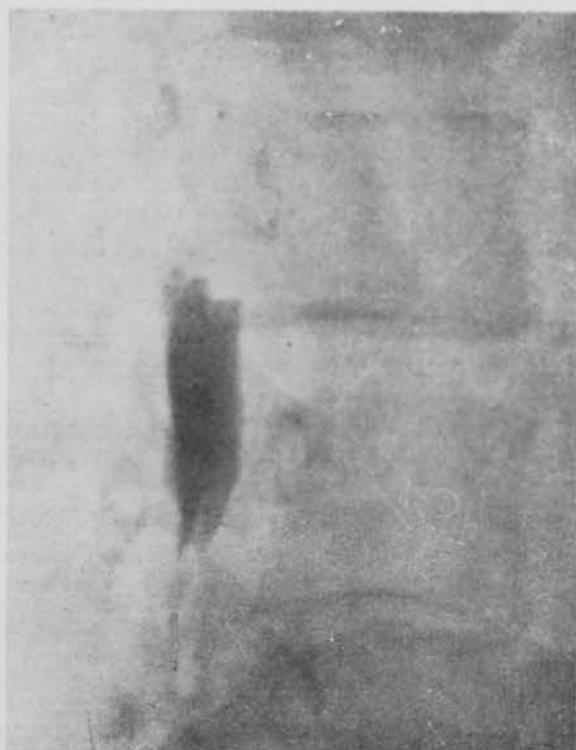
Caso 1.—Imagen en "pico de flauta" en la radiografía lateral.
